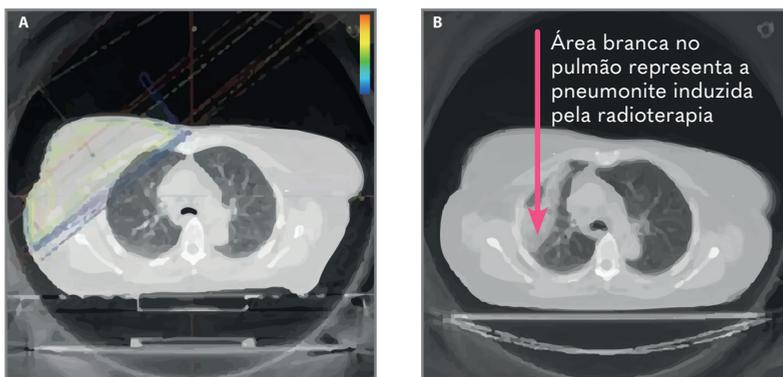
• Imagem de tomografia do tórax demonstrando a relação da radioterapia com o desenvolvimento de pneumonite após seis meses do término do tratamento.
